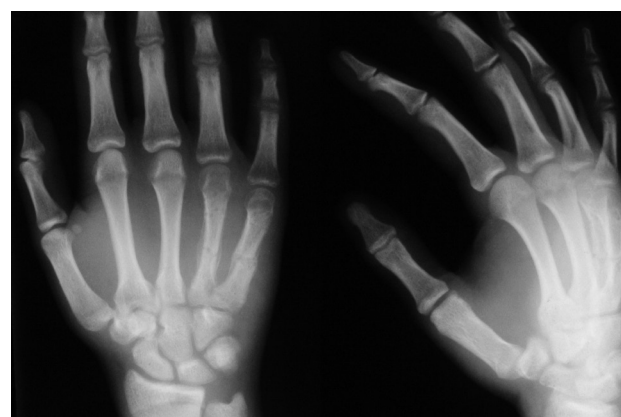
Рентгенограммы кисти в прямой и боковой проекциях больного Ч., 16 лет. После устранения деформации IV-V пястных костей правой кисти и консолидации перелома
